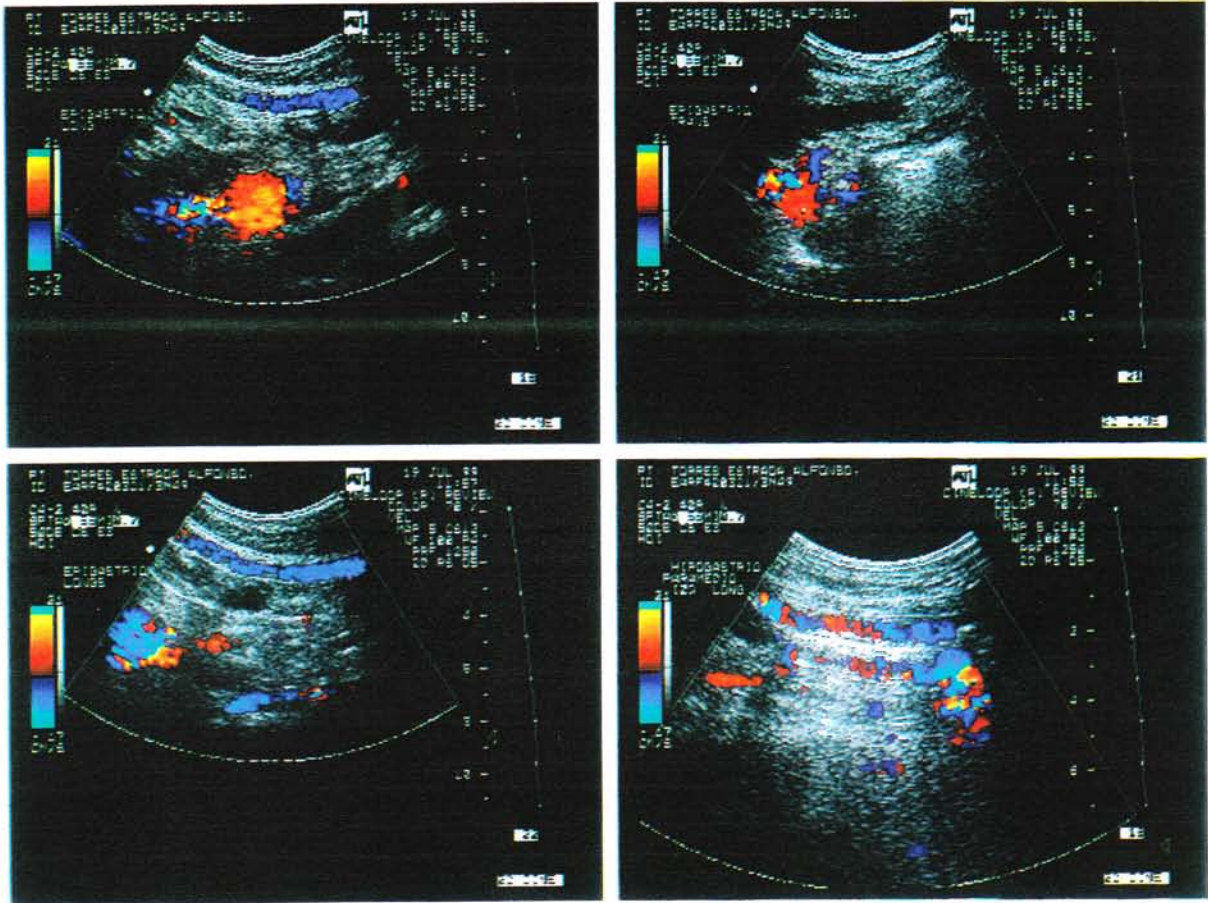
USG DOPPLER COLOR CON PRESENCIA DE MULTIPLES VASOS COLATERALES PERIGASTRICOS A NIVEL DE MESOGASTRIO EN RELACION A DERIVACIONES PORTOSISTEMICAS
